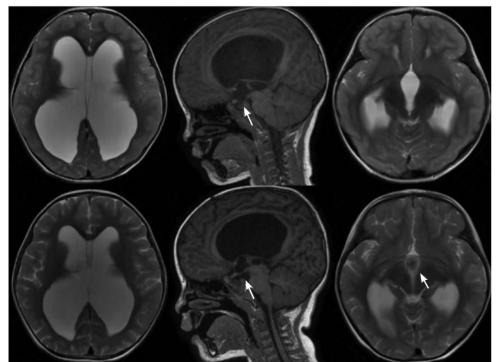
Гидроцефалия у ребенка с первичной цилиарной дискинезией (по результатам магнитно-резонансной томографии)
